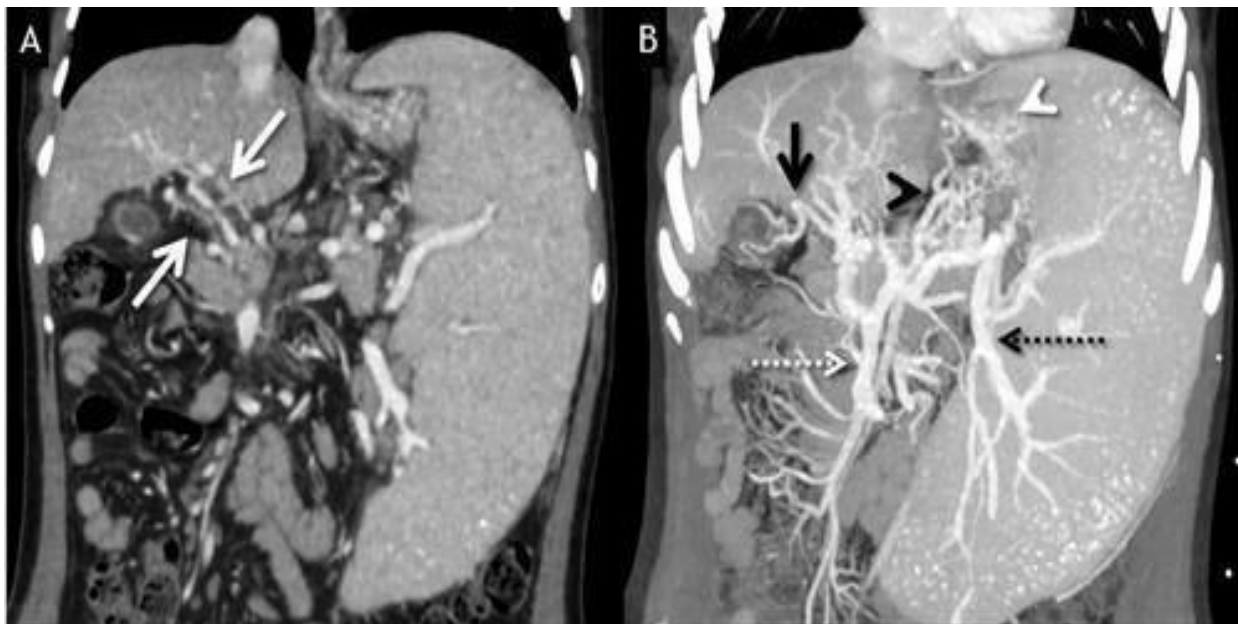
КТ с контрастированием в венозную фазу, очерчивающая портальную каверному (стрелки). В дополнение к поражению внепеченочной воротной венозной системы, происходит вовлечение внутрипеченочных ветвей (черные стрелки). Обращают на себя внимание признаки нецирротической портальной гипертензии: увеличение селезенки (звездочка) и варикозное расширение вен желудка и пищевода (белая стрелка) [25].
